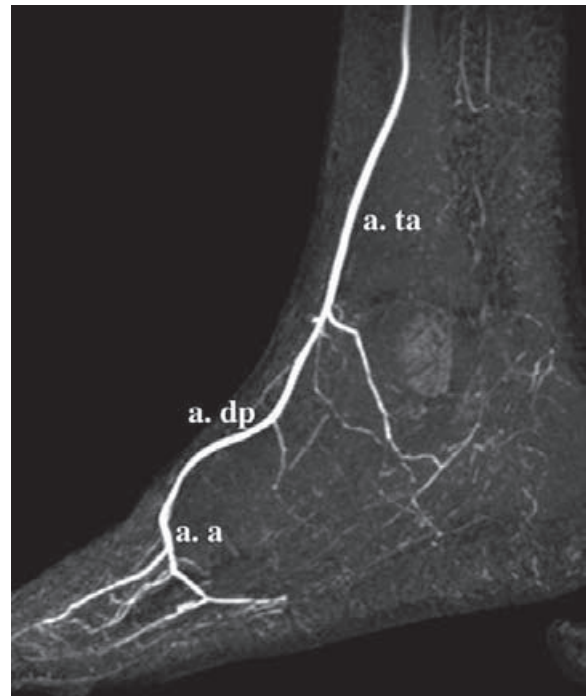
RM de la arteria dorsal del pie. Arteria tibial anterior (ta); arteria dorsal del pie (dp); arteria arcuata (a).
